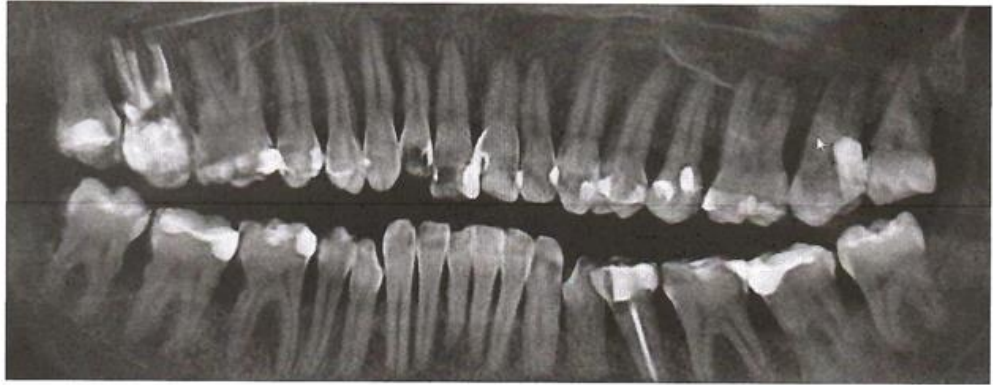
Діагностичний знімок комп'ютерної томографії на обладнанні Dentsply Sirona ORTHOPHOS XG 3D READY пацієнта 1 з діагнозом генералізований пародонтит II ступеню до лікування.
